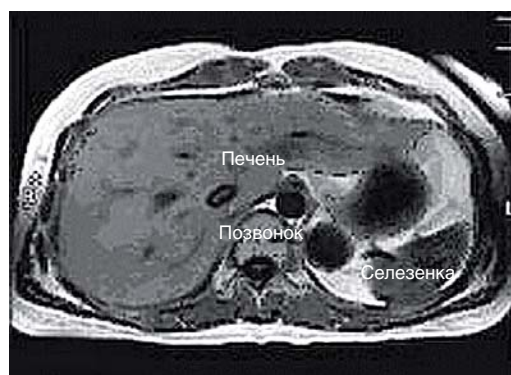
Томограмма печени и селезенки
